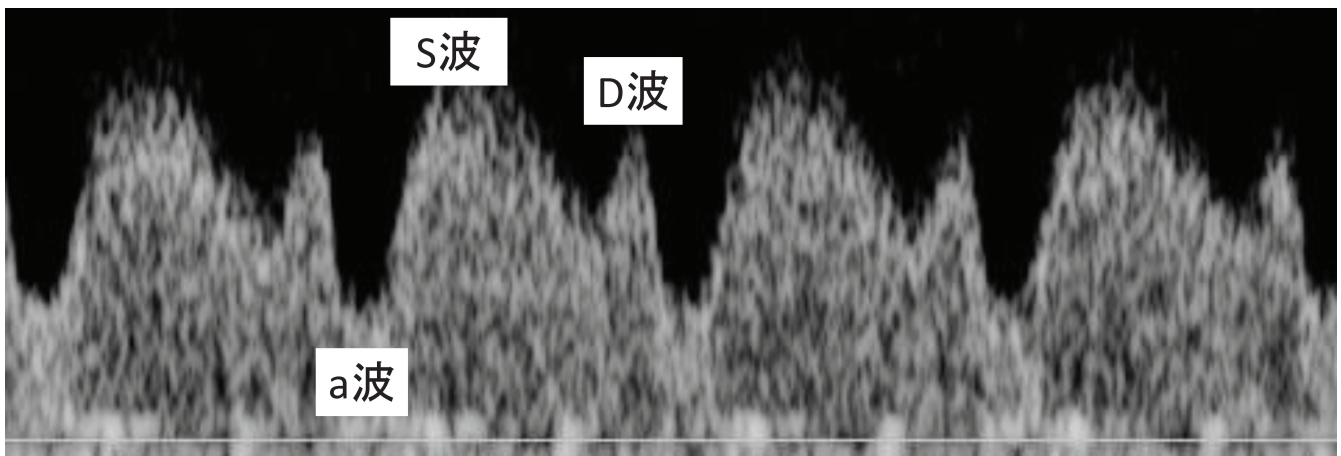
超音波での静脈管血流速度波形と各部位の名称を示す。a波：心房収縮により最も血流速度が遅くなる部位。S波：心室収縮により形成される部位。D波：心室拡張により形成される部位。
